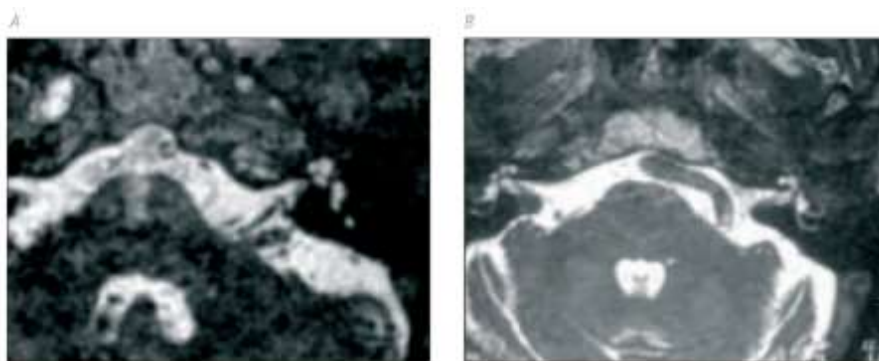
CONFLIT VASCULO-NERVEUX DE L'ANGLE PONTO-CÉRÉBELLEUX. A/ IRM EN T2 : BOUCLE DE L'ARTÈRE CÉRÉBELLEUSE MOYENNE SOULEVANT LE NERF COCHLÉOVESTIBULAIRE. B/ DOLICHO-ARTÈRE BASILAIRE VENANT AU CONTACT DU NERF COCHLÉO-VESTIBULAIRE[72].
